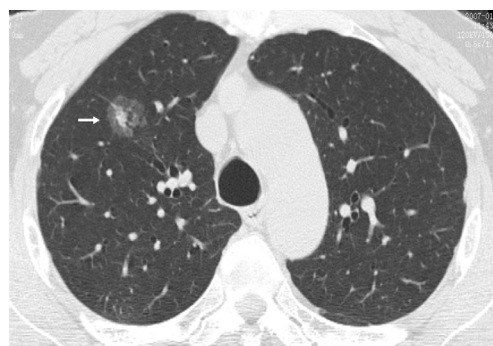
CT显示一例微浸润腺癌, 总体大小17 mm, 含7 mm大小的实性成分
